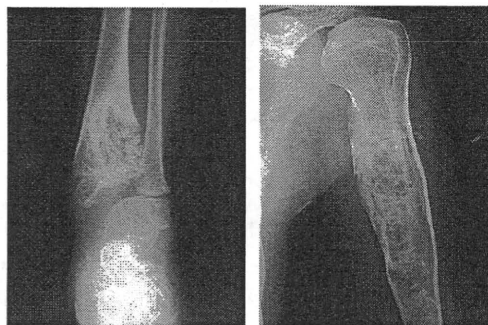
4歳時，左脛骨単純 X線写真(正面像) 図2 19歳時，左上腕骨単純X線写真(正面像)
